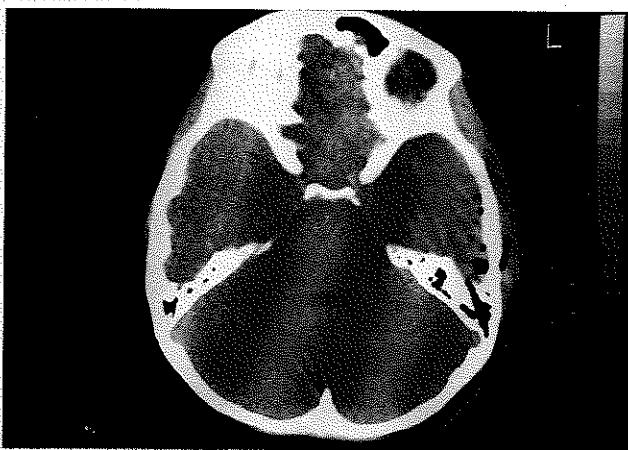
Resim I a: Konservatif tedavi uygulanan olgularımızdan birine ait travma sonrası erken dönemde çekilmiş kranial BT örneği
